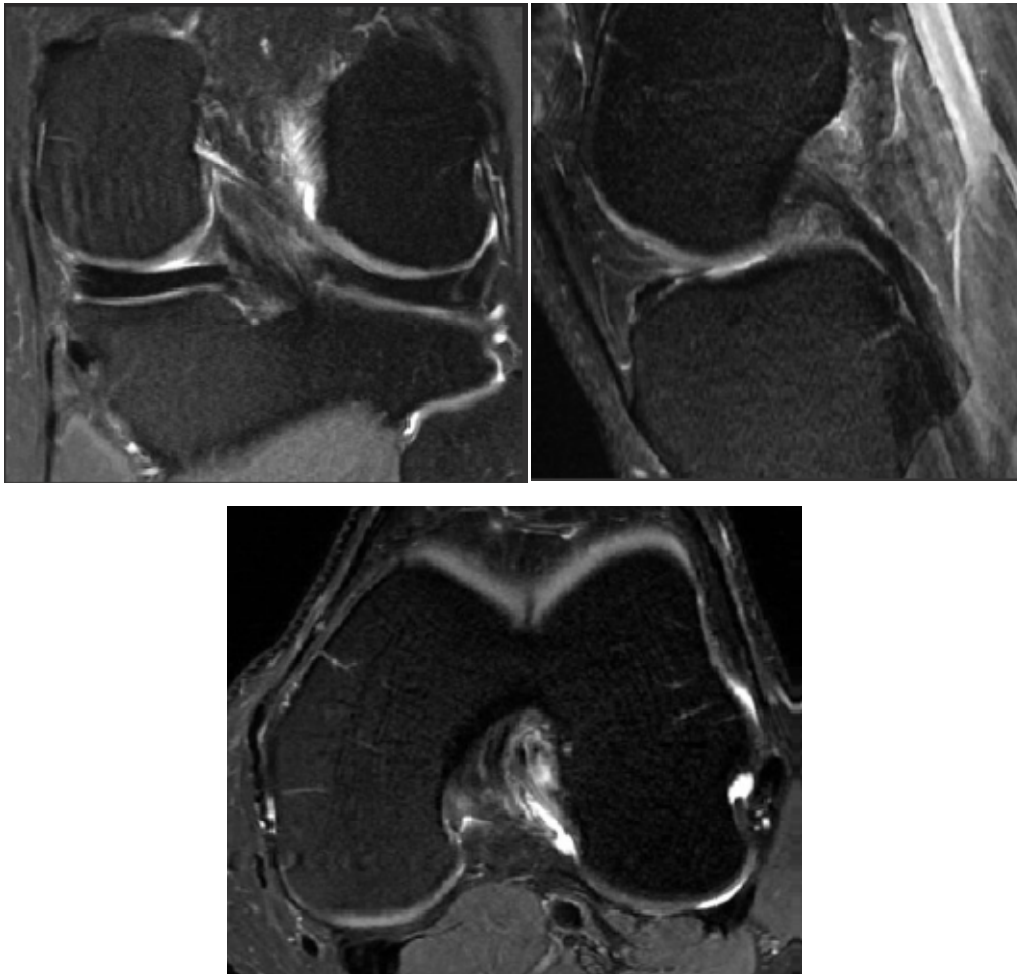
Aspect normal du LCP sur L'IRM [13]
